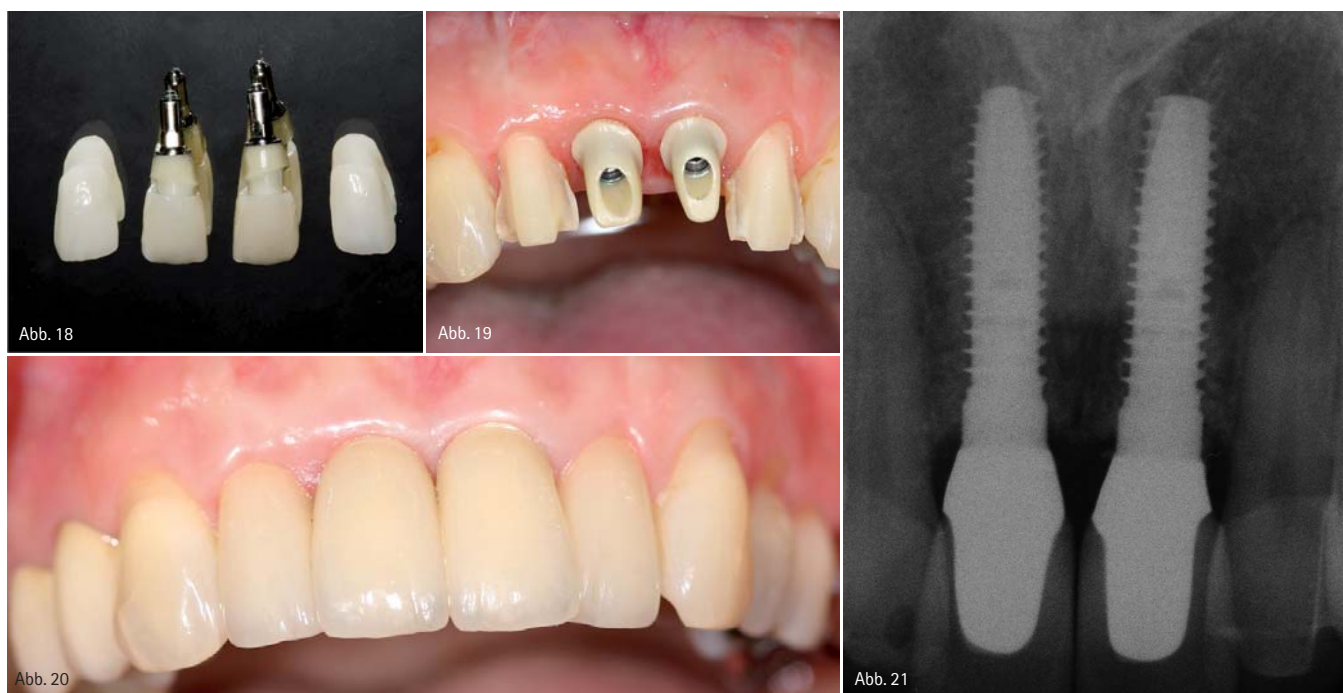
Fertig hergestellte und hochglanzpolierte Abutments, Kronen und Veneers vor der Eingliederung. – Abb. 19: Inkorporierte Abutments vor der Eingliederung der Kronen und Veneers. Die Titanbasen mit individuell verklebten Keramikabutments wurden mit 20 Ncm Drehmoment angezogen und ... – Abb. 20: ... die Veneers auf 12 und 22 mit RelyX eingesetzt und die verblendeten e.max-Kronen mit RelyX definitiv eingeklebt. – Abb. 21: Röntgenkontrolle nach Eingliederung.
